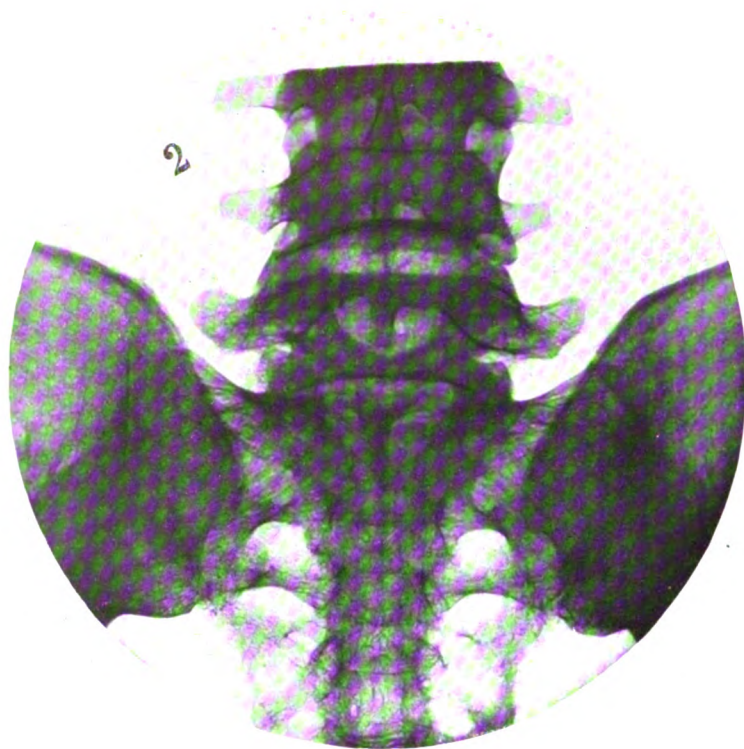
Radiographie de la V^e lombaire. — 2, bassin surélevé, aspect normal du corps vertébral avec bord supérieur et bord inférieur bien délimités. Apophyses transverses bien dégagées des ailes iliaques.
